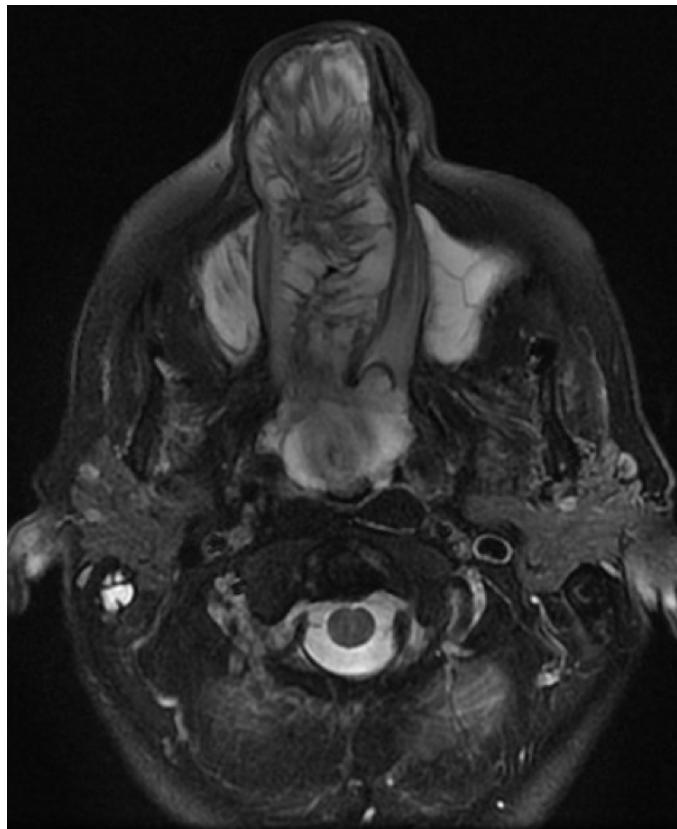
RMN de MCF. Secuencia T2 serie sin contraste endovenoso. Corte axial.
